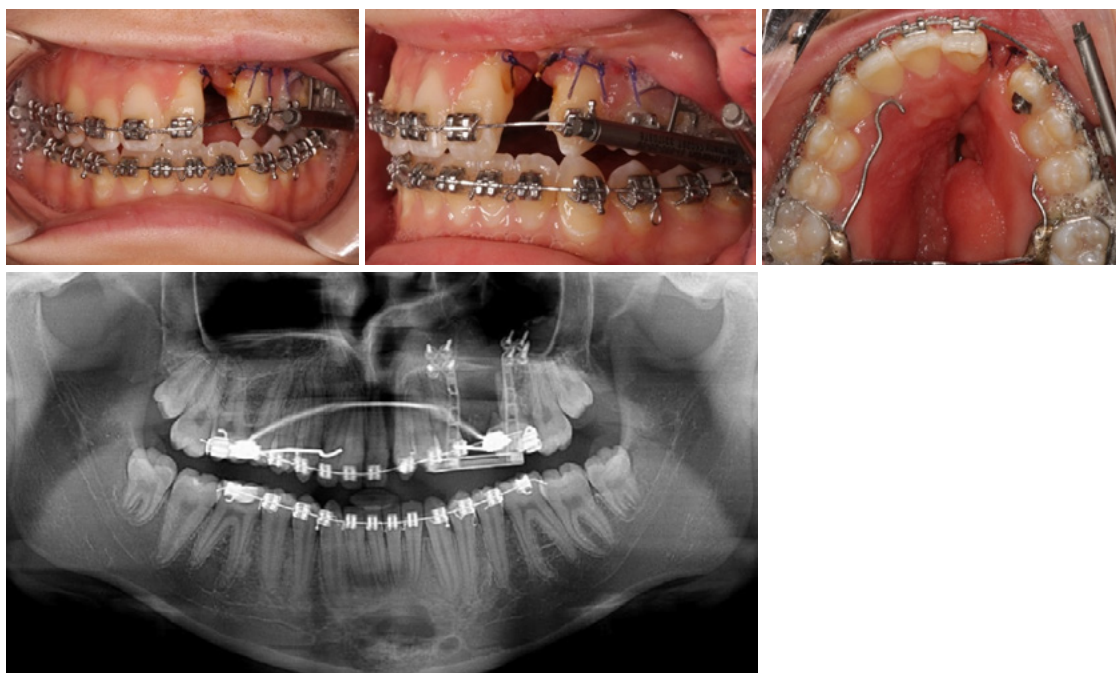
Fotografias intra orais e ortopantomografia após a distração osteogénica
